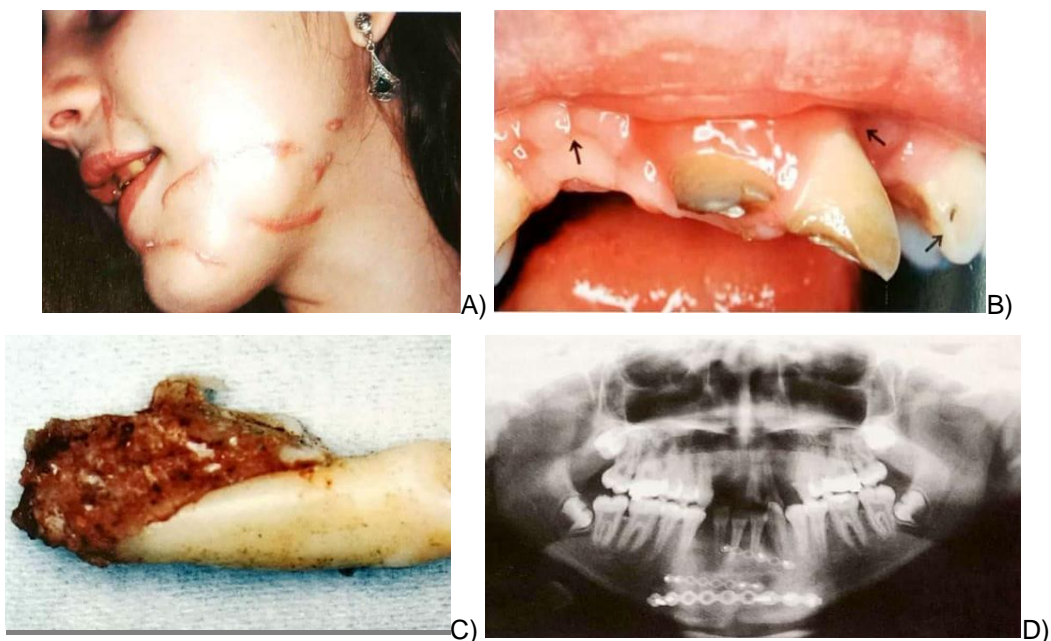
Paciente femenino de 16 años de edad, presenta lesiones múltiples en tejidos duros y tejidos blandos. A) Observa una cicatriz amplia, 4 meses después, posterior al accidente. B) Se muestra la avulsión de los incisivos superiores derechos, con una luxación extrusiva del incisivo central superior izquierda, con fractura horizontal de la corona a nivel cervical, fractura coronaria complicada y subluxación en el incisivo lateral superior izquierdo. Avulsión en el canino superior izquierdo (Flecha). Cicatriz enrojecida en la mucosa, secundaria a las heridas y una extensa pérdida de hueso debido al traumatismo. C) Canino superior izquierdo avulsionado, junto con hueso adherido. D) Radiografía panorámica tomada un mes después del accidente, donde se revelan fracturas mandibulares con colocación de hueso sintético, con el fin de lograr un aumento en los defectos alveolares, proveniente de los dientes avulsionados.
